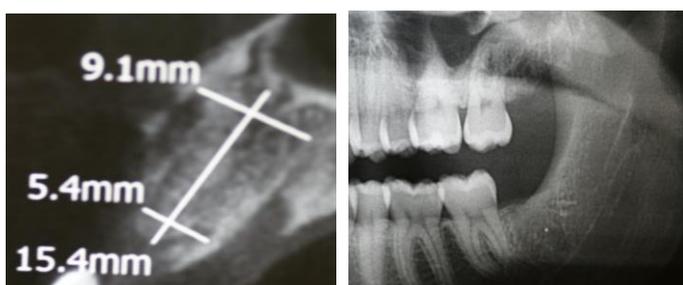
A-B. Tomografia Cone Beam da área do 11 e Radiografia Panorâmica das áreas 28 e 38.
